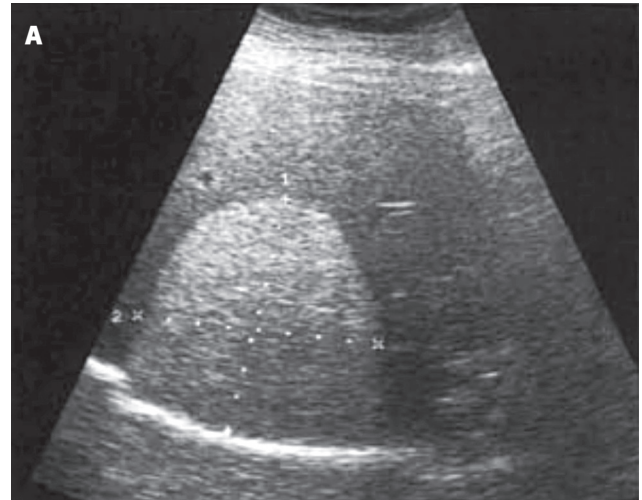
Adenom. Oblik sonogramında hipoekoik halo-su bulunan hiperekojen kitle.
